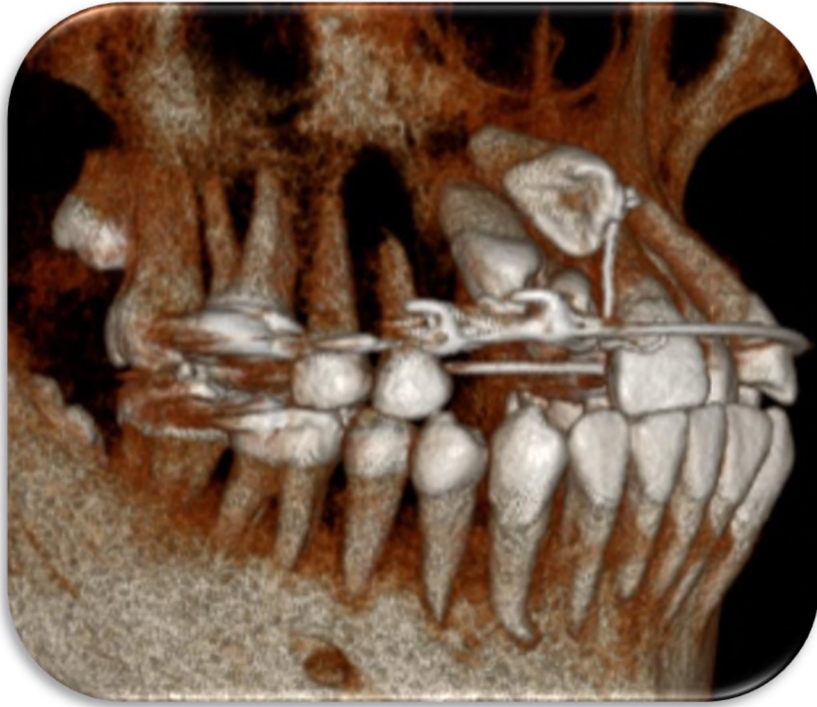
Tomografía computarizada en 3D de la zona de la lesión.
